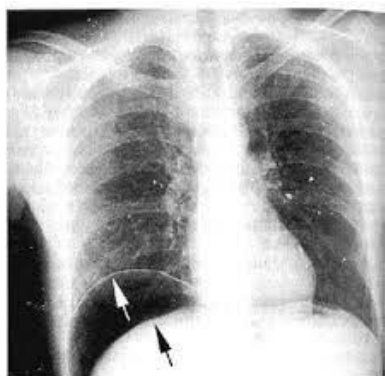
Рентгенологическое исследование. Присутствие свободного газа, признак перфорации гастродуоденальной язвы
